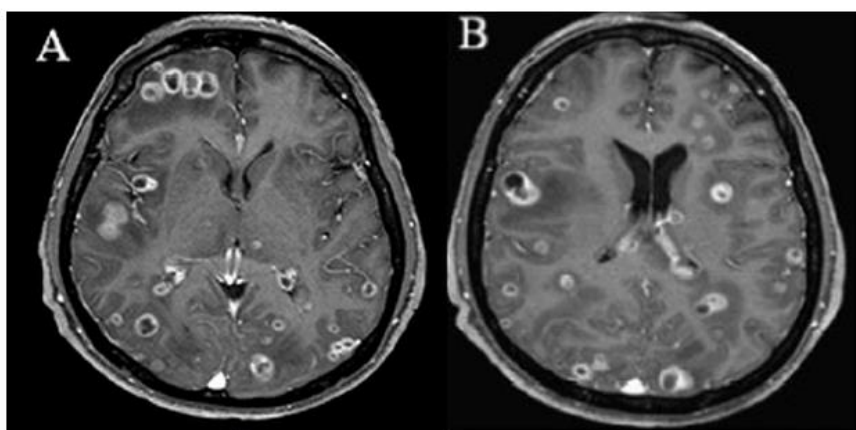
Axial T1-weighted magnetic resonance imaging (MRI) with contrast.
